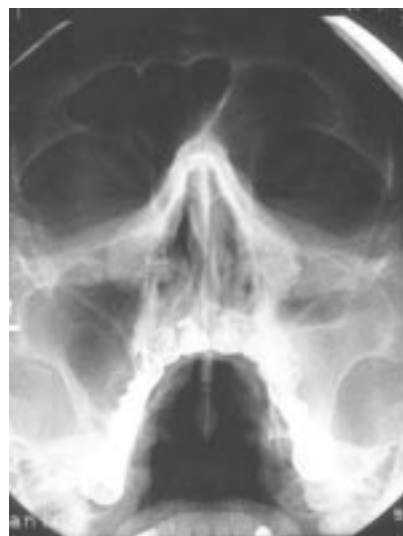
Рентгенограмма ОНП. Горизонтальный уровень экссудата в верхнечелюстной пазухе.
